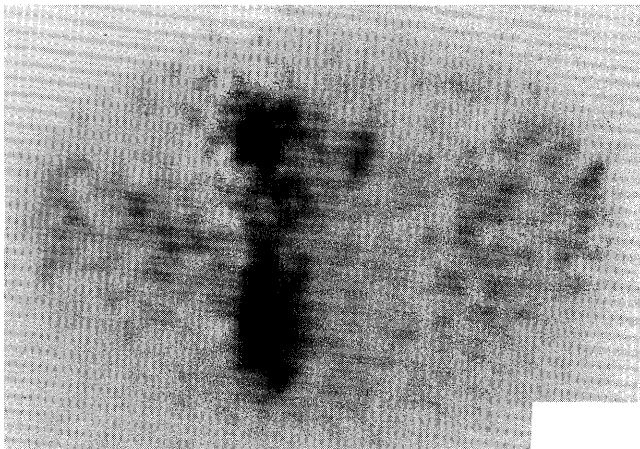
Repeat Tl-201 SPECT after radiotherapy showed abnormal uptake in the sacrum, but not in the right iliac bone.
